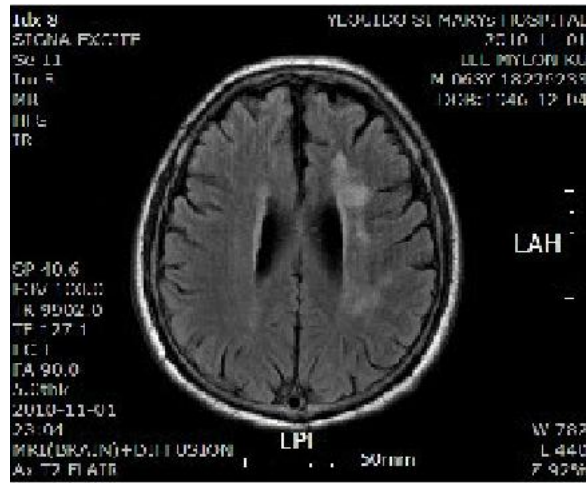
Brain MRI (2010/11/1)
